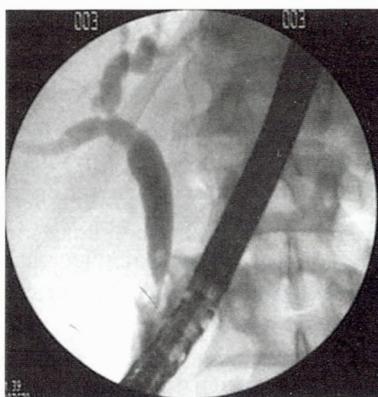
Холедохолитиаз, стеноз БСДК (рентгенограмма)
